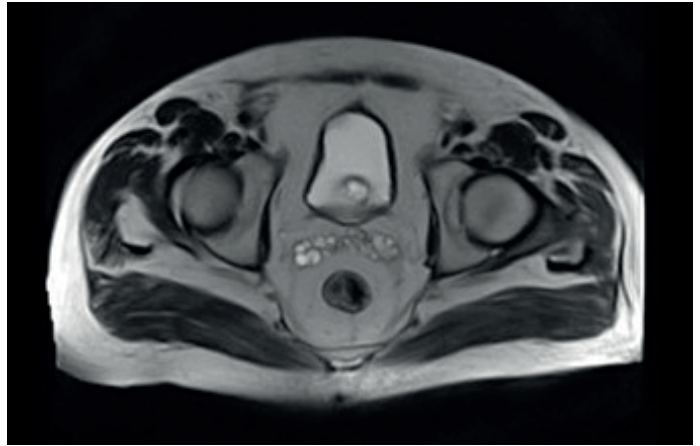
Resonancia nuclear magnética de pelvis. Recto sin evidencia de enfermedad y ausencia de adenopatías regionales.
